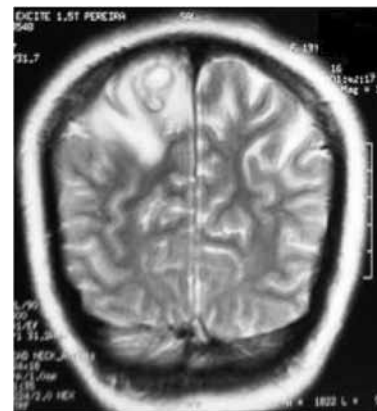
Resonancia magnética en corte axial T2 donde se observa la lesión quística, el escolex y edema perilesional ubicada en el lóbulo parietal con extensión a la parte posterior del lóbulo frontal.
